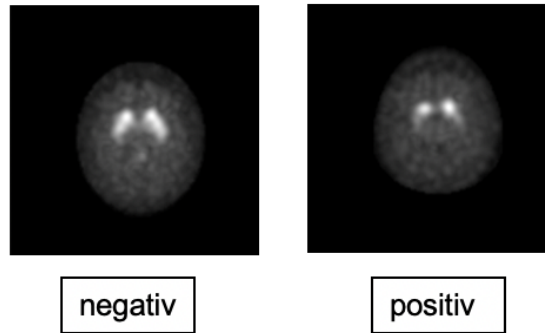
Unauffällige und auffällige DAT-SPECT im Vergleich
